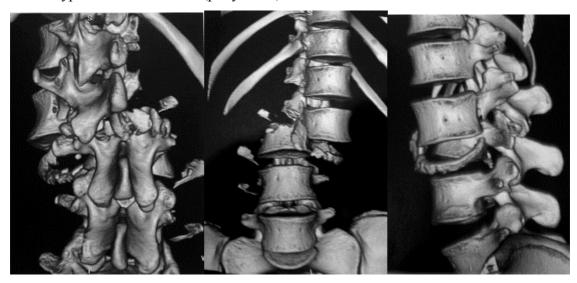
3D реконструкция КТ исследования поврежденного отдела позвоночника
